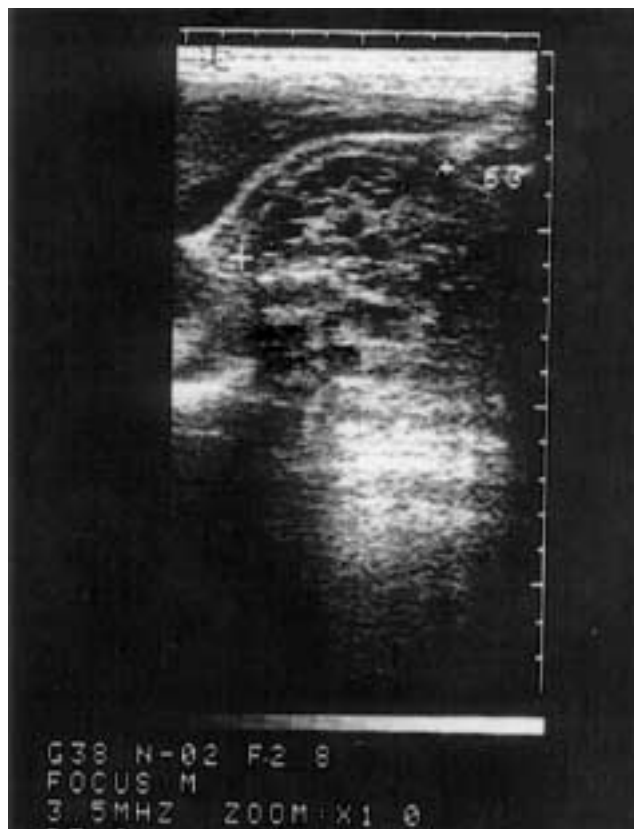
Ecografía fetal mostrando abundantes quistes en riñón fetal con aumento del tamaño del mismo, confirmándose en el período neonatal la existencia de un riñón multiquistico.
